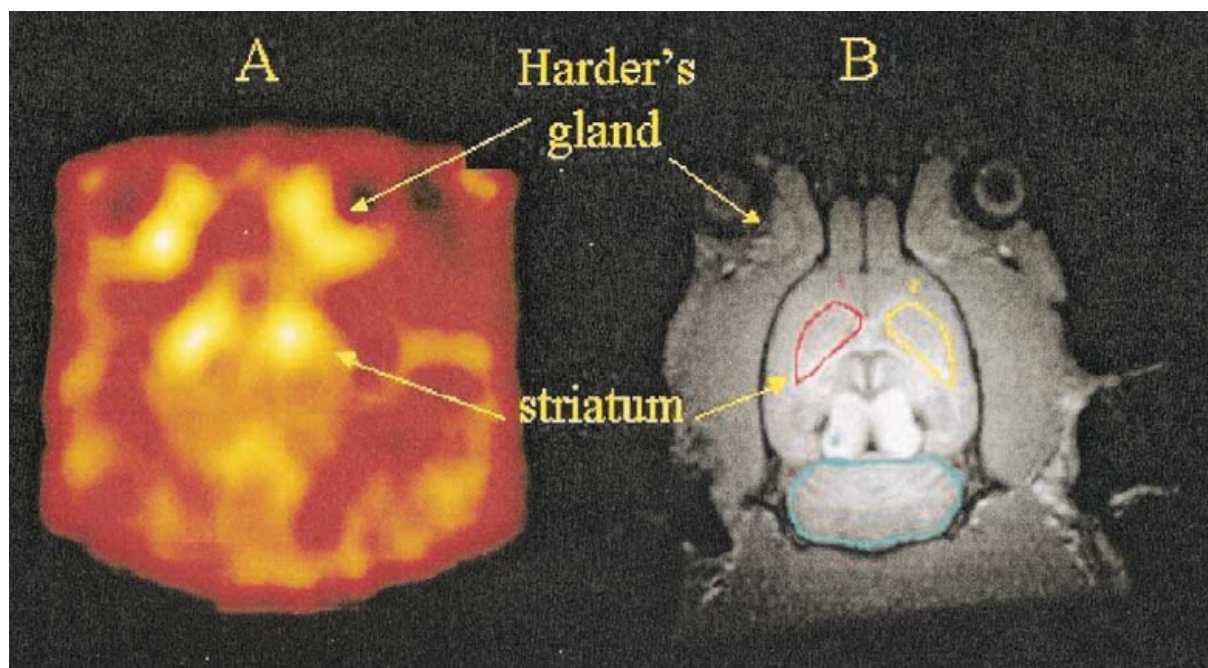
[^{123}I]-FP-CIT -SPECT (links) und anatomische Studie im MRT (rechts). Symmetrischer Uptake im Bereich des Corpus Striatum und extrazerebraler Uptake auf Höhe der Harderschen Drüsen. (Booij et al., 2003; mit freundlicher Genehmigung von Elsevier)
